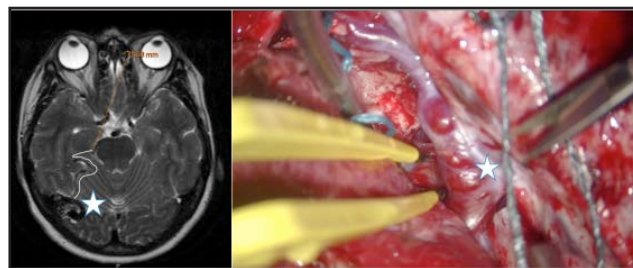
Se muestra la correspondencia entre RM cerebral y el campo quirúrgico. La estrella muestra la principal vena de drenaje que es identificada en el campo quirúrgico. Con su sección al final de la disección concluye la extirpación.
